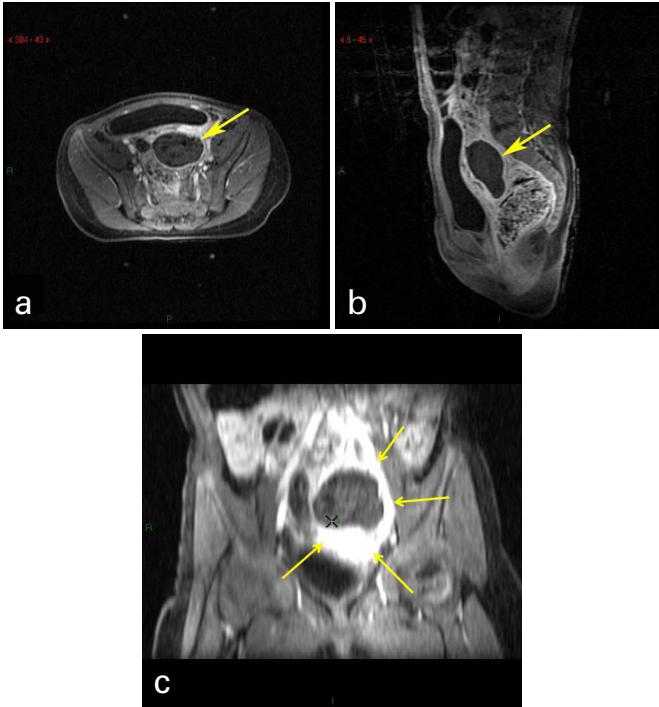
Imagens de RM ponderadas em T1, pós-contraste com supressão de gordura – (a) axial, (b) sagital e (c) coronal –, não se observando contrastação adequada do ovário esquerdo. Destaca-se intenso realce dos planos gordurosos periovarianos
